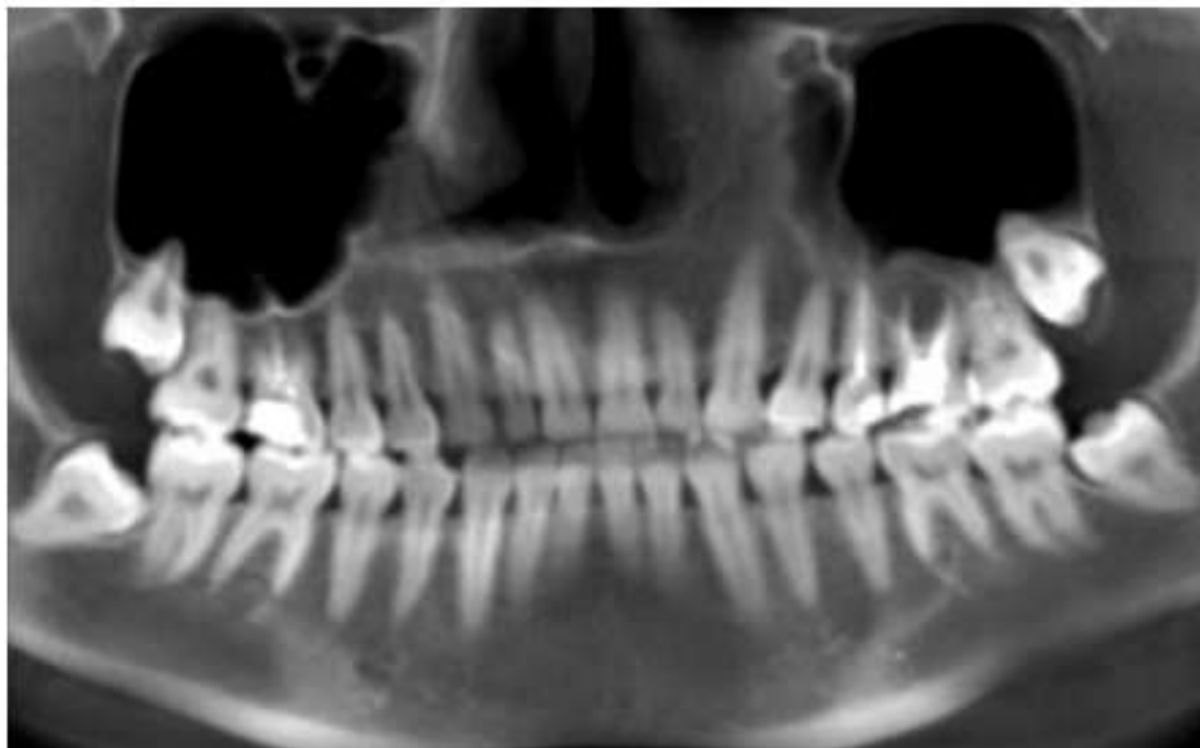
Ортопантомография — полуретенция, дистопия зуба 3.8
